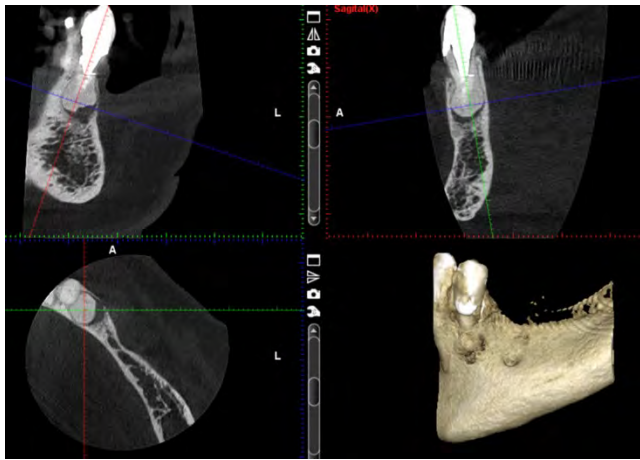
Cone beam tomografía computarizada correspondiente a la paciente MLCFL en el año 2023. Se observa un aumento de la densidad radicular del órgano dental 44, con diagnóstico presuntivo de hipercementosis. Fuente directa: Yesenia Castillo Baltazar
